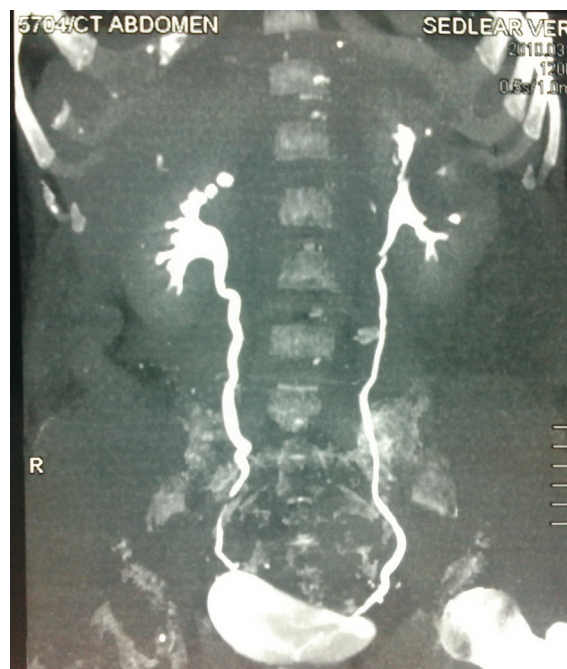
CT regim urografic. CRS pe stânga (semnul semilunii)
